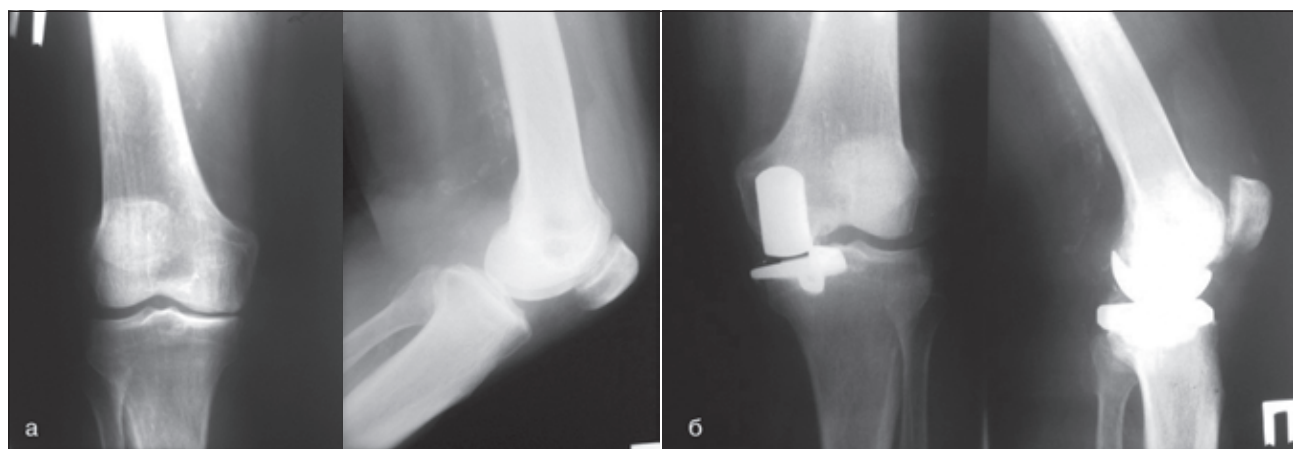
Рентгенограми і фото функції коліна хворої П., 73 років. Діагноз: медіальний остеоартроз правого колінного суглоба. А — до операції; б — після операції однополюсного ендопротезування
